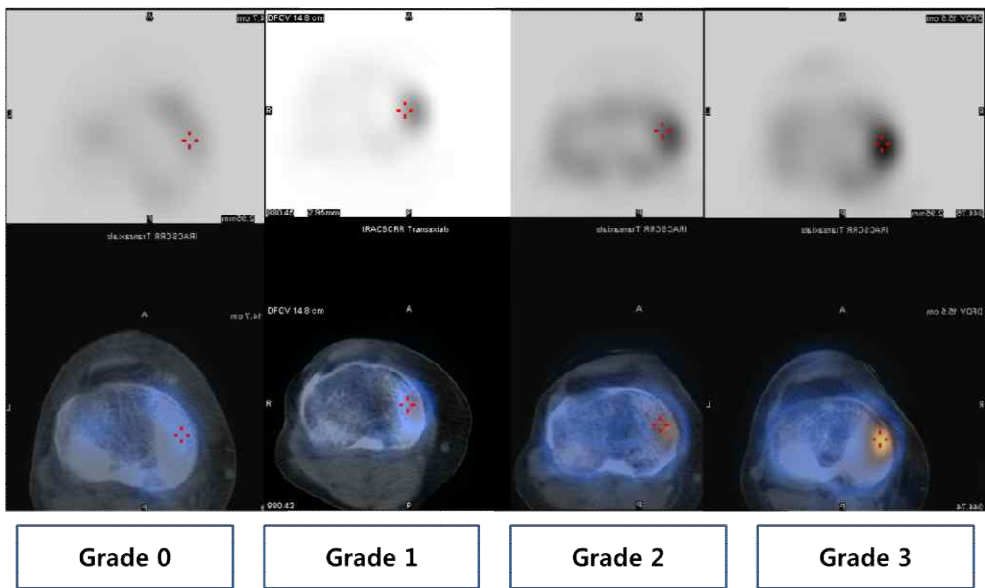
SPECT/CT uptake grading system.
